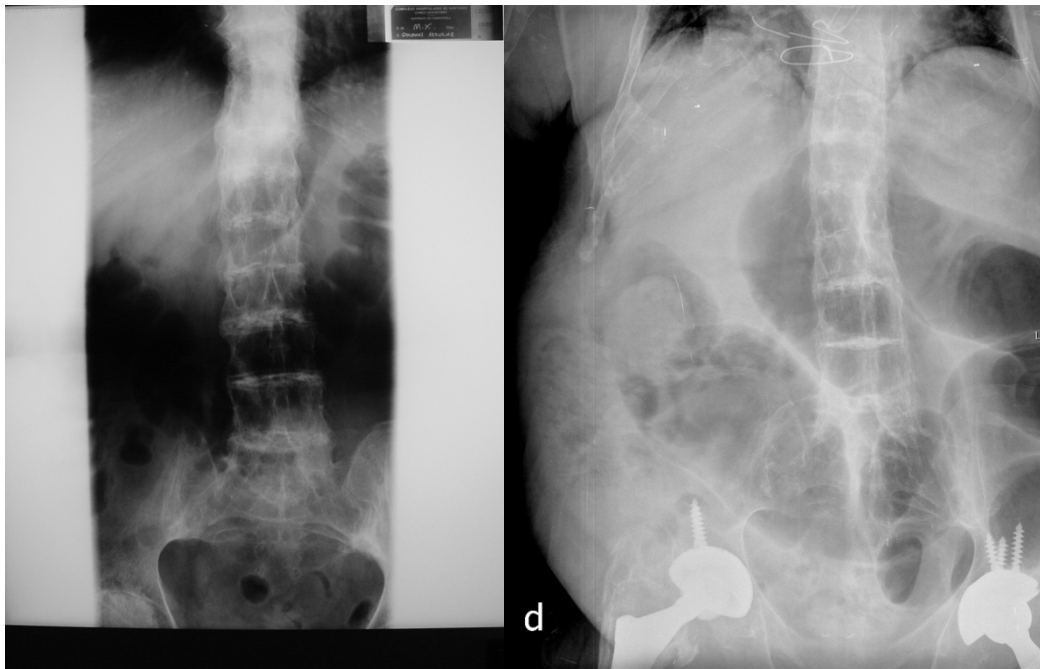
Radiografía simple de abdomen en la que se aprecia grave calcificación de los discos intervertebrales. D, Además de las alteraciones radiológicas descritas, se observan las dos prótesis de cadera. Imágenes obtenidas del Anexo I.
